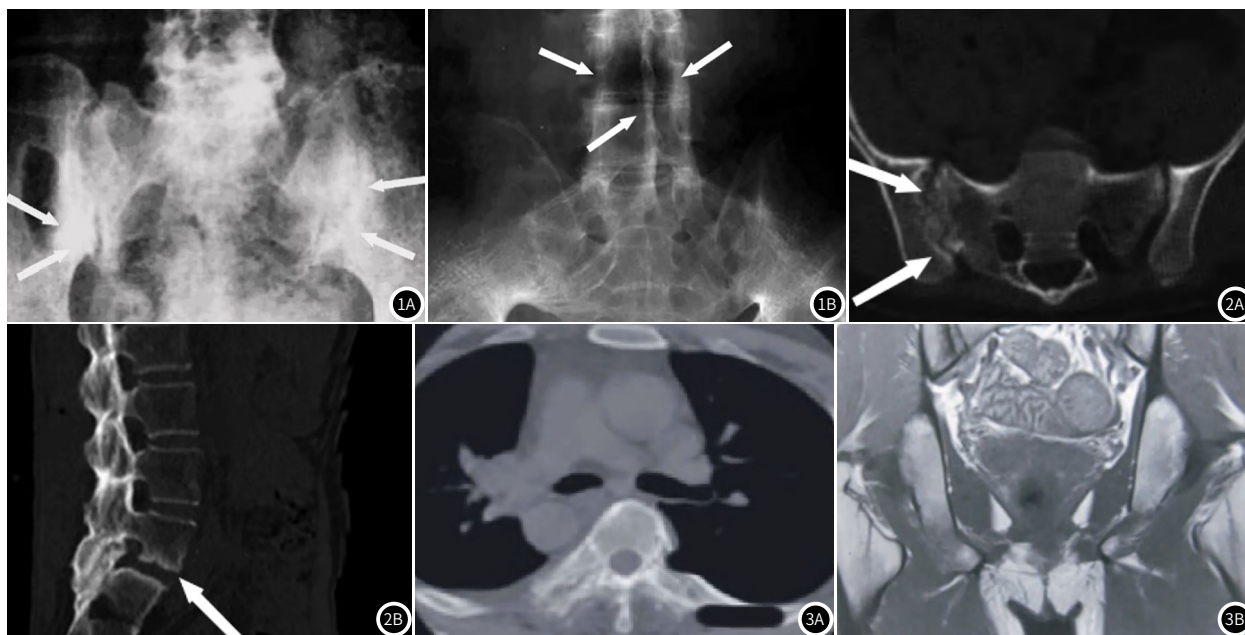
X线平片。图2 MSCT图像。图3 MRI图像。
